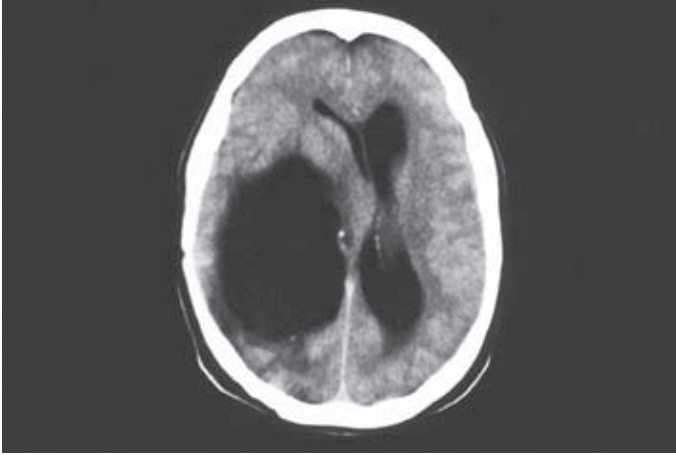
Tomografía computarizada realizada tras la intervención del caso 2 (resección completa mediante abordaje parietooccipital sin complicaciones). Se objetivó un progresivo atrapamiento del asta temporal y occipital con efecto de masa, que requirió la implantación de una derivación.
